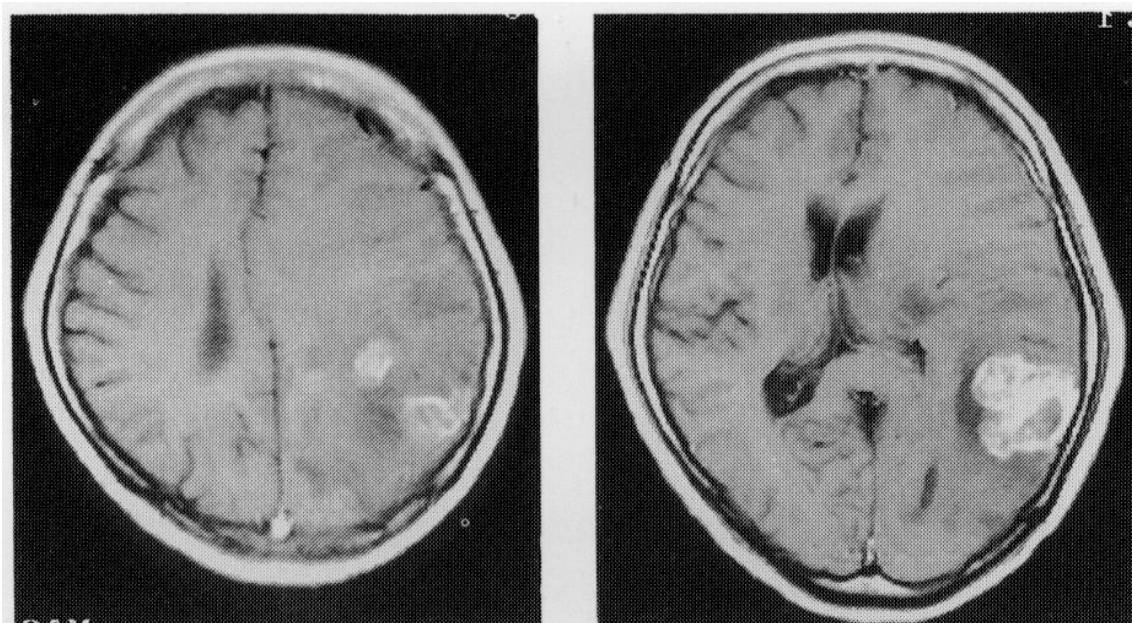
a : IRM cérébrale en séquence pondéré T1 avec Gadolinium objectivant un gliosarcome temporo-pariétal gauche avec un rehaussement hétérogène irrégulier [46].
